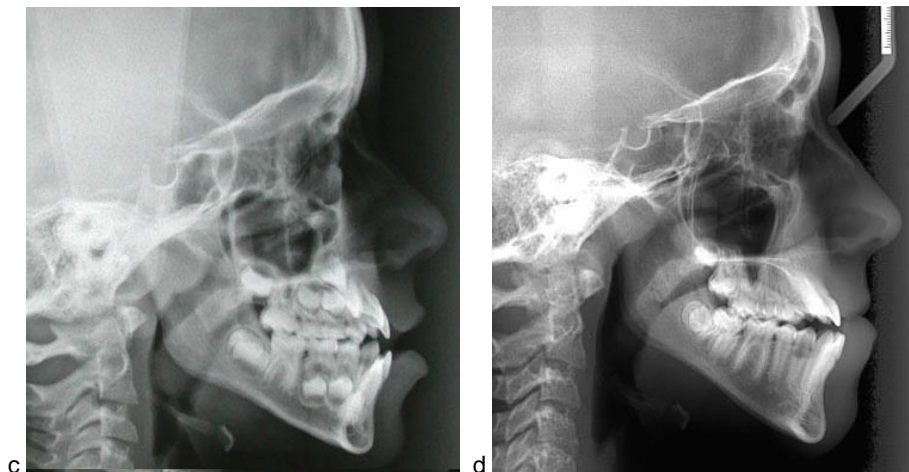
Téléradiographie du même patient à l'âge de 7 ans (c) et à l'âge de 13 ans (d).
